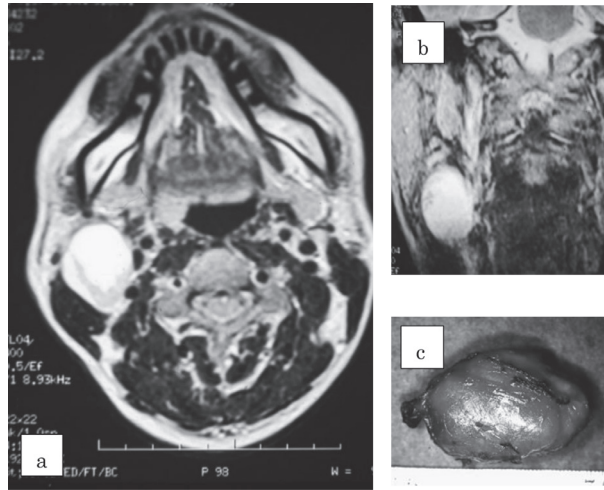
同右上頸部腫瘍のMRI所見 (a: 冠状断 b: 前額断) と摘出腫瘍 (c), 腫瘍内の嚢胞性変化を認める。
